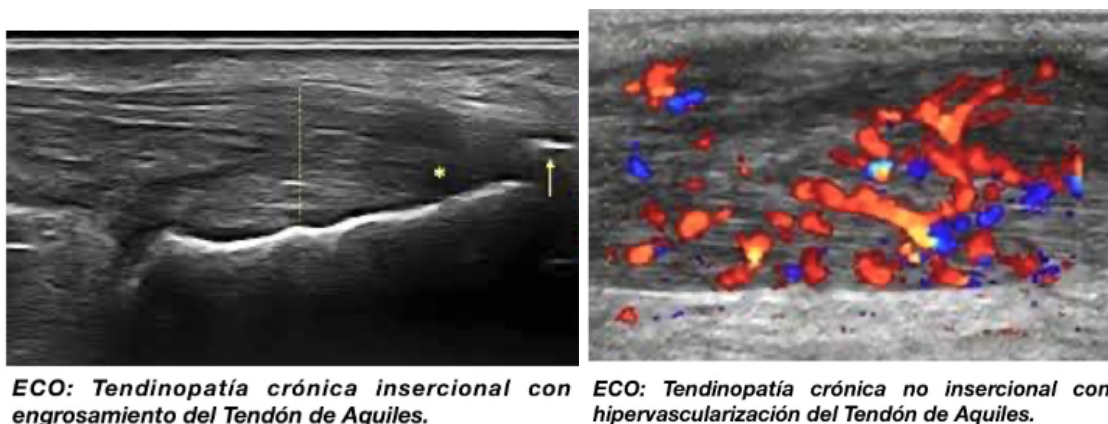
A. Estudio ecográfico de una TTA insercional. B. Ecografía doppler en TTA crónica, con presencia de neovascularización. Imagen obtenida de: <https://synergiavall.es/tendinopatia-aquilea/>
